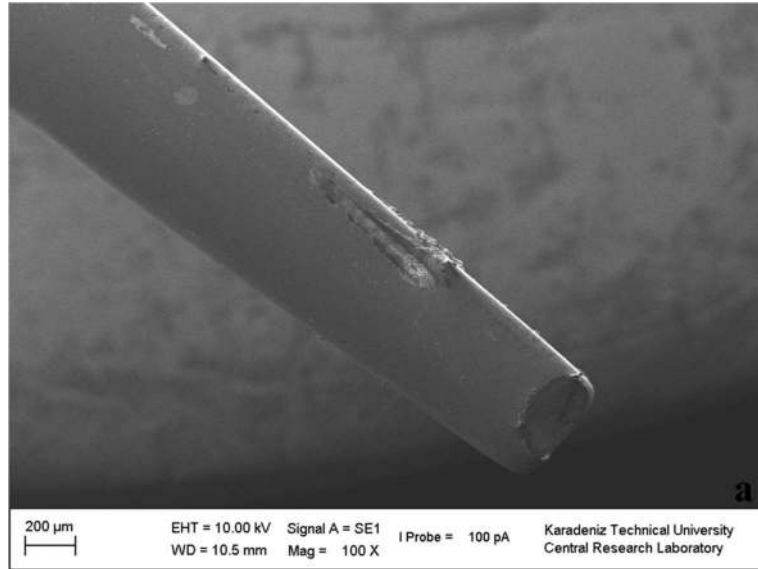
Grup 1 disklerin enstrümantasyonunda kullanılan ultrasonik uçların SEM görüntüleri (a) 100x büyütmedeki görüntüsü (b) 250x büyütmedeki görüntüsü (c) 400x büyütmedeki görüntüsü
